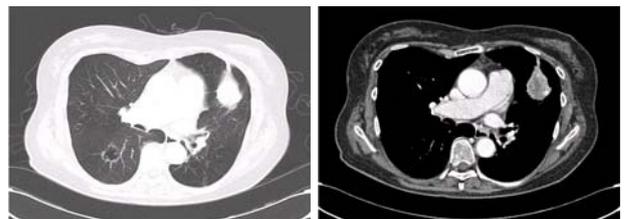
Chest CT. 3 ×4 cm sized mass like lesion with well demarcated margin and inner calcified nodules in left lingular segment.
